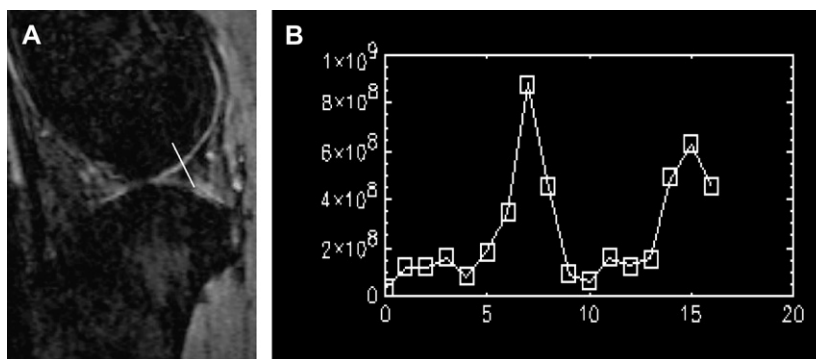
Cartilage thickness measurement by MRI. (A) The cartilage thickness was measured in the sagittal gradient-echo image through the medial compartment of the left knee (TR/TE 100/8 ms). Five lines crossing the articular cartilage perpendicularly were automatically displayed along the weight bearing area of the medial femoral condyle. (B) A graph of digitized image analysis plotted with signal intensity across the articular surface corresponding to each line was obtained. A characteristic high peak represents the cartilage signal intensity. Cartilage thickness was measured by computing the distance between the points of signal drop on the baseline which correspond to subchondral bone and joint fluid. The mean values of the cartilage thickness measurements were used for statistical analysis.
